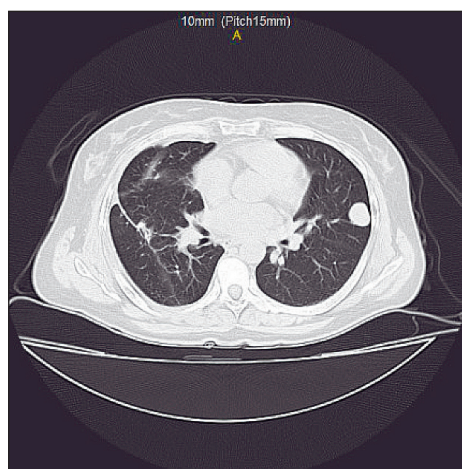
КТ органов грудной клетки (18.01.17): на серии аксиальных срезов визуализируется один из 2 метастазов в левом легком, в правом легком – послеоперационные изменения
